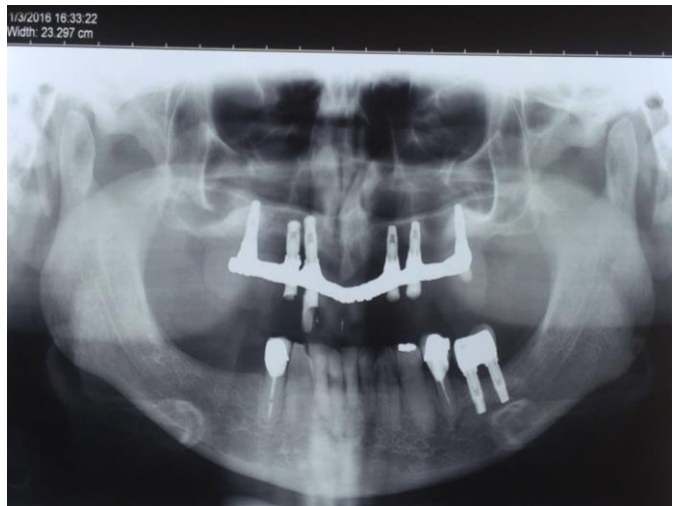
Radiografia 1 ano e 3 meses após a cirurgia (atualmente).
